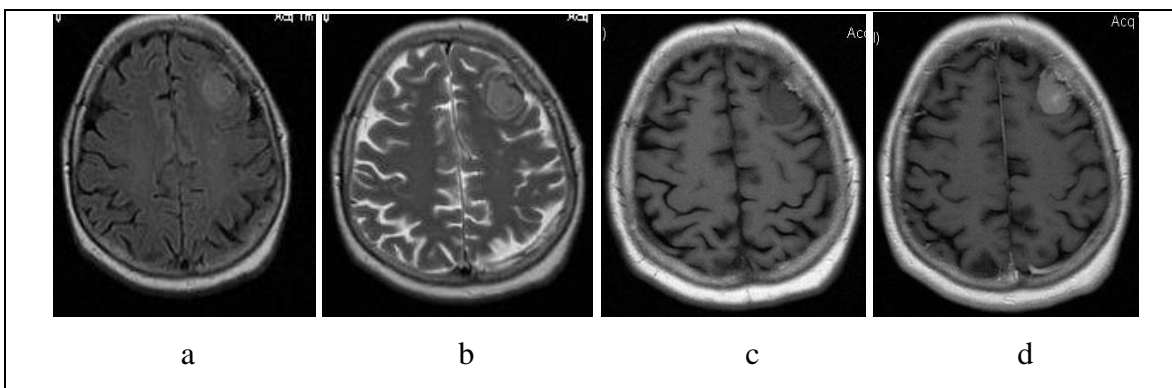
Menigeoma. a: FLAIR axial, procespansiv ekstraaksial me hipersinjal. b: T2 aksial procesi prezantohet me izosinjal krahasuar me masën kortikale, c dhe d: T1 nativ dhe T1 post gadolinium, proces ekspansiv me hiposinjal dhe përforcim të theksuar të kontrastit i.v. Shënim: mungon edema për shkak të mos kontaktit me masën e bardhë, por është prezent efekti i masës mbi masën kortikale.
